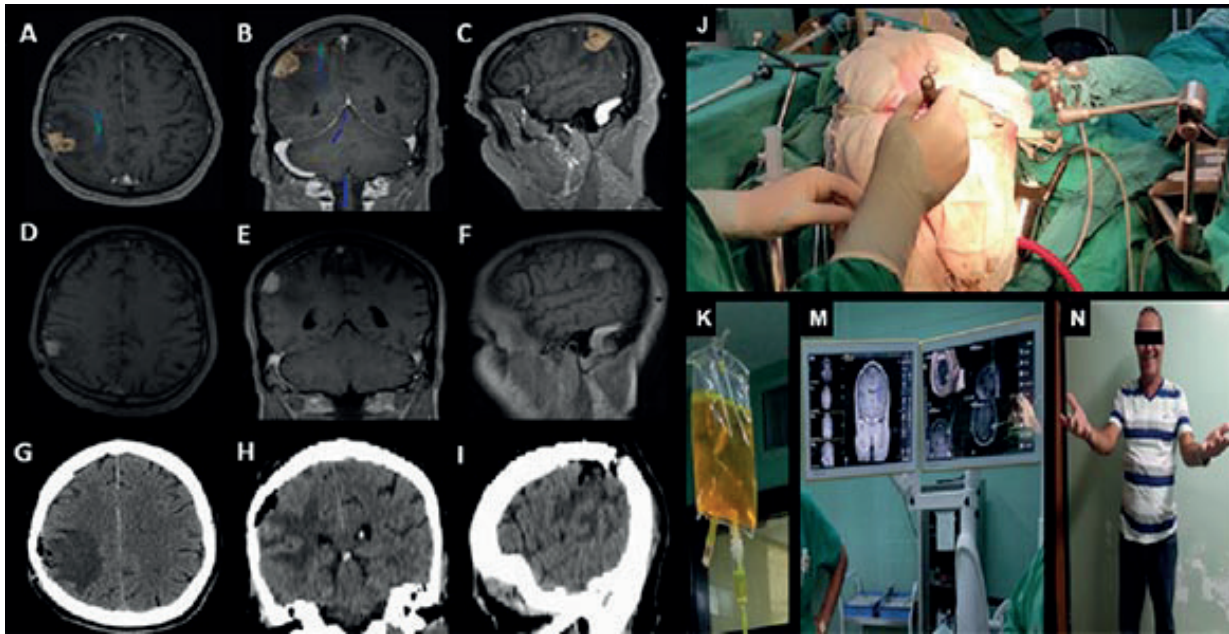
A, B, C Imágenes de RMI de alto campo magnético en el neuronavegador con lesión captante de contraste de 30 mm x 22 mm x 43 mm en área parietal y su relación con los tractos de sustancia blanca (cortes axial, coronal y sagital respectivamente), D, E, F, Imágenes de Tomografía axial computarizada (TAC) postoperatoria (cortes axial, coronal y sagital respectivamente). Los métodos de mínimo acceso y magnificación endoscópica estuvieron acompañados por la neuronavegación (G e I) y el uso de contrastes tisulares (fluoresceína) (H). J fotografía postoperatoria.
